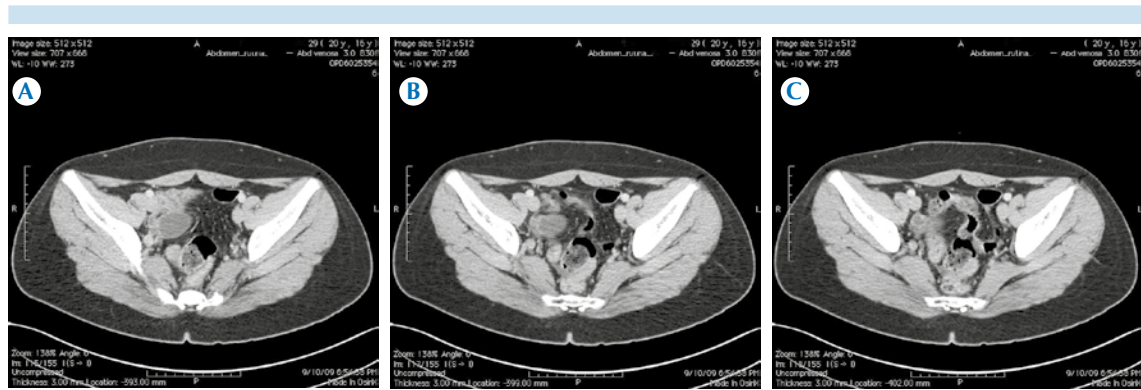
A-C) Caso número 6, varón de 16 años de edad con síndrome doloroso abdominal; se le realizó tomografía computada abdominopélvica que demostró líquido libre intraabdominal e imagen tubular pélvica derecha que condicionó la sospecha de divertículo de Meckel.
